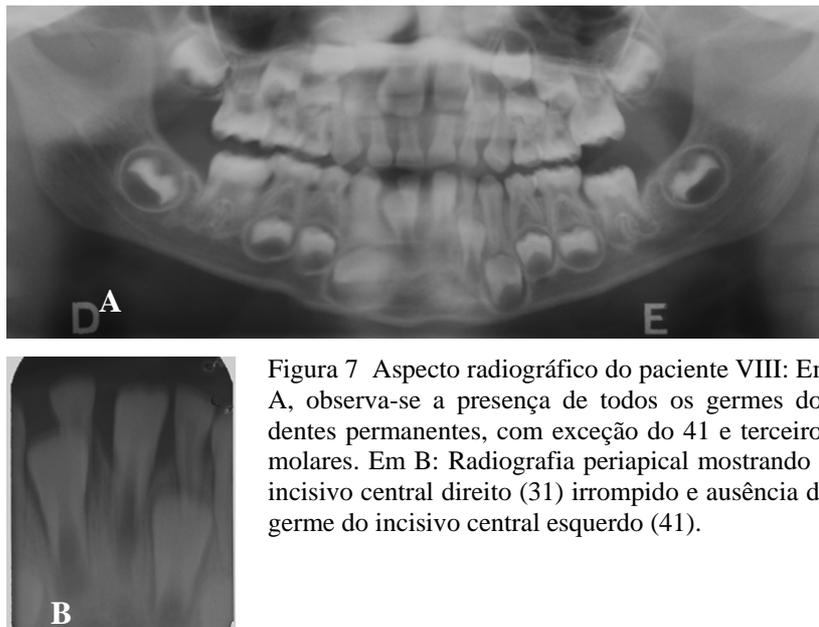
Aspecto radiográfico do paciente VIII: Em A, observa-se a presença de todos os germes dos dentes permanentes, com exceção do 41 e terceiros molares. Em B: Radiografia periapical mostrando o incisivo central direito (31) irrompido e ausência do germe do incisivo central esquerdo (41).
